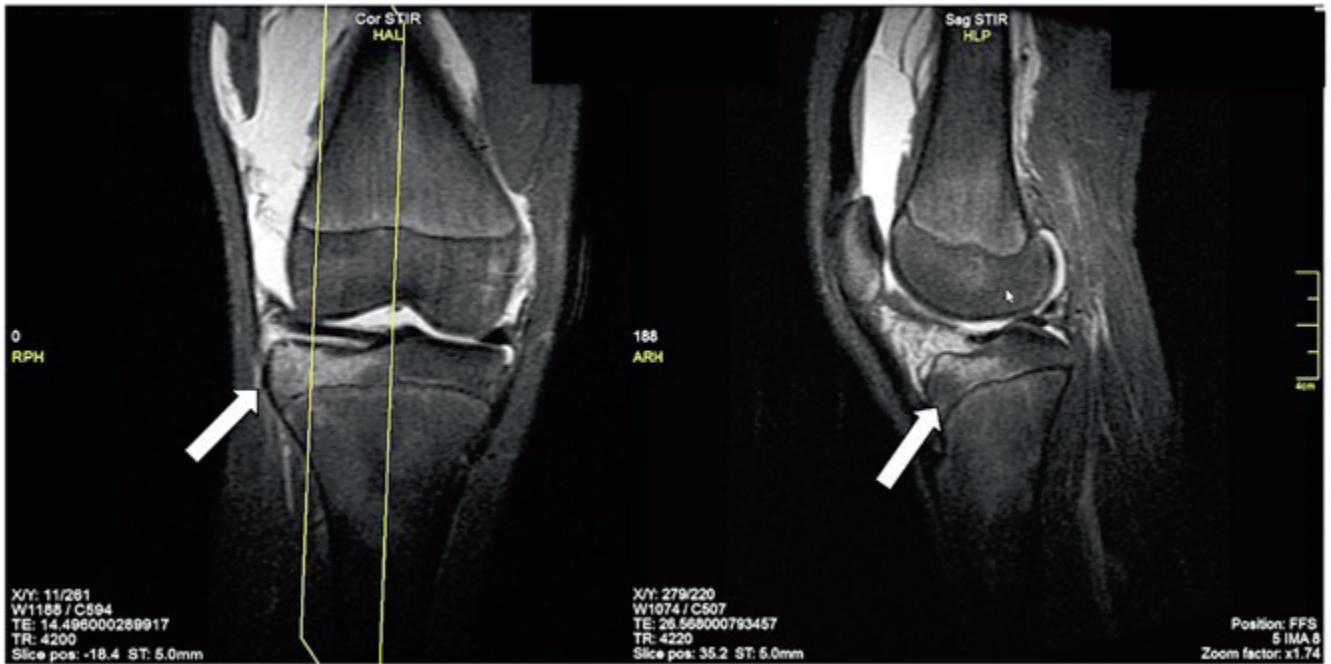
Anterolaterale Tibiakopfimpression ohne Band- und Meniskusverletzungen im T2-gewichteten MRI (koronare und sagittale Schichtung)
